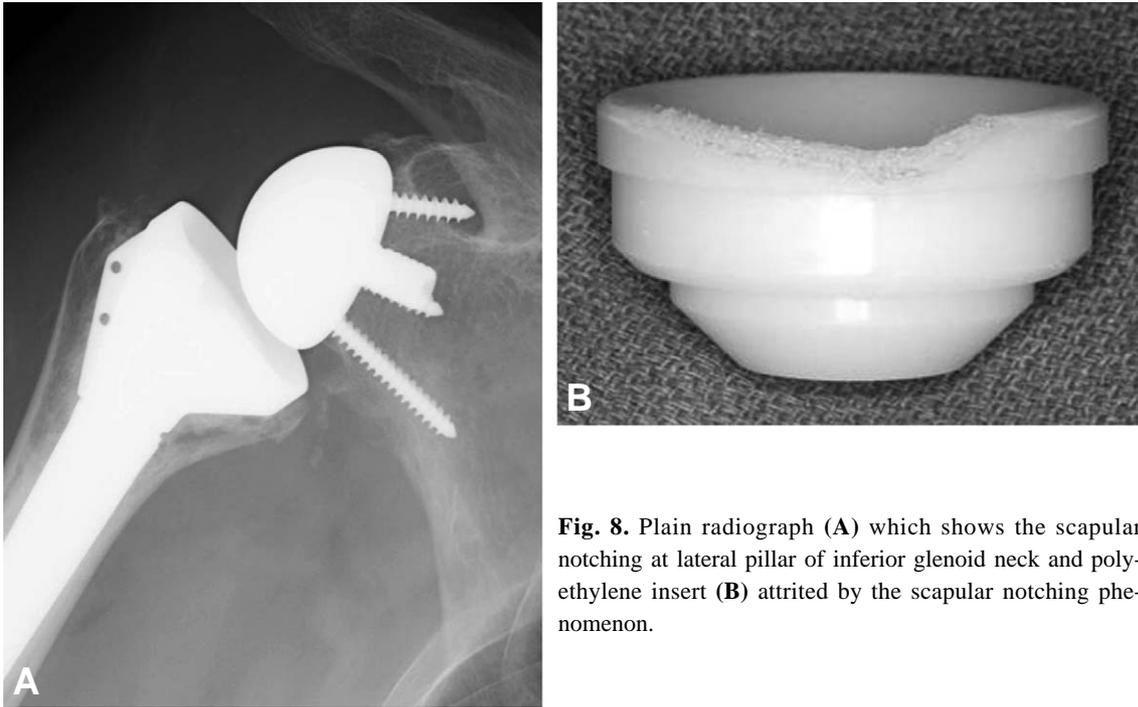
Plain radiograph (A) which shows the scapular notching at lateral pillar of inferior glenoid neck and polyethylene insert (B) attrited by the scapular notching phenomenon.
